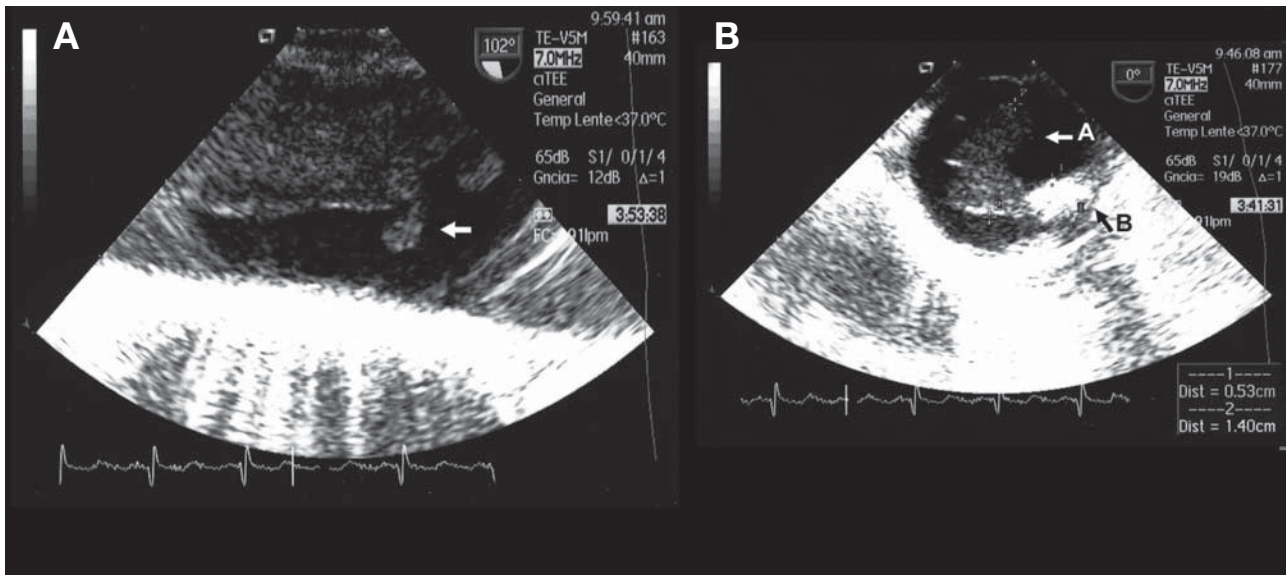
A: corte sagital de ecocardiograma transesofágico con trombo pedunculado y móvil en la aorta torácica. B: placa complicada de 5,3 mm (flecha A) con imagen de ulceración (flecha B) donde anclaba el trombo.
